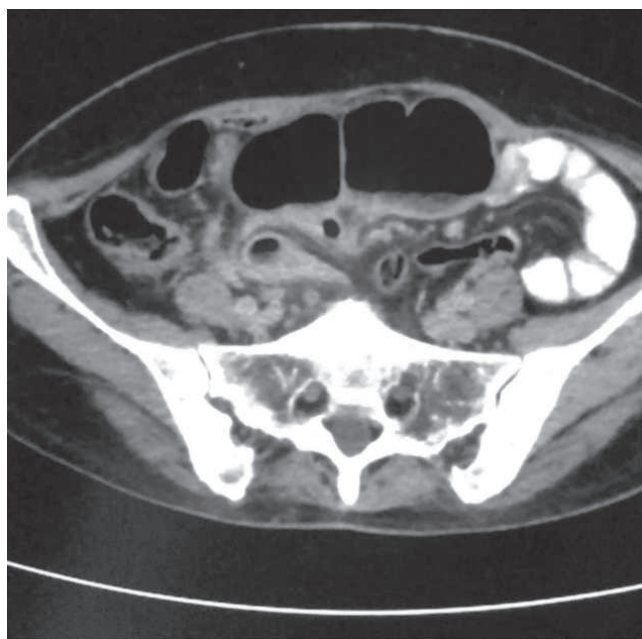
Tomografía computarizada abdomino-pélvica con doble contraste que muestra el sitio de conexión entre la pared del ciego y la pared vesical.
